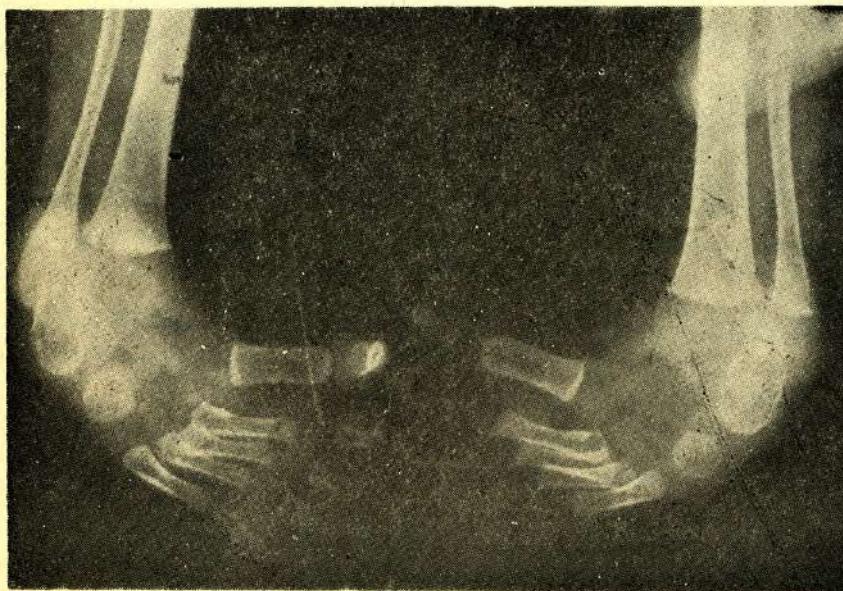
S.B. Hastanın ayağını nameliyattan 6 ay sonraki yan grafisi. Talo-kalkaneal açı düzeltmiş fakat bir miktar kavus kalmıştır. Bu sonuç iyi olarak değerlendirilmiştir.
